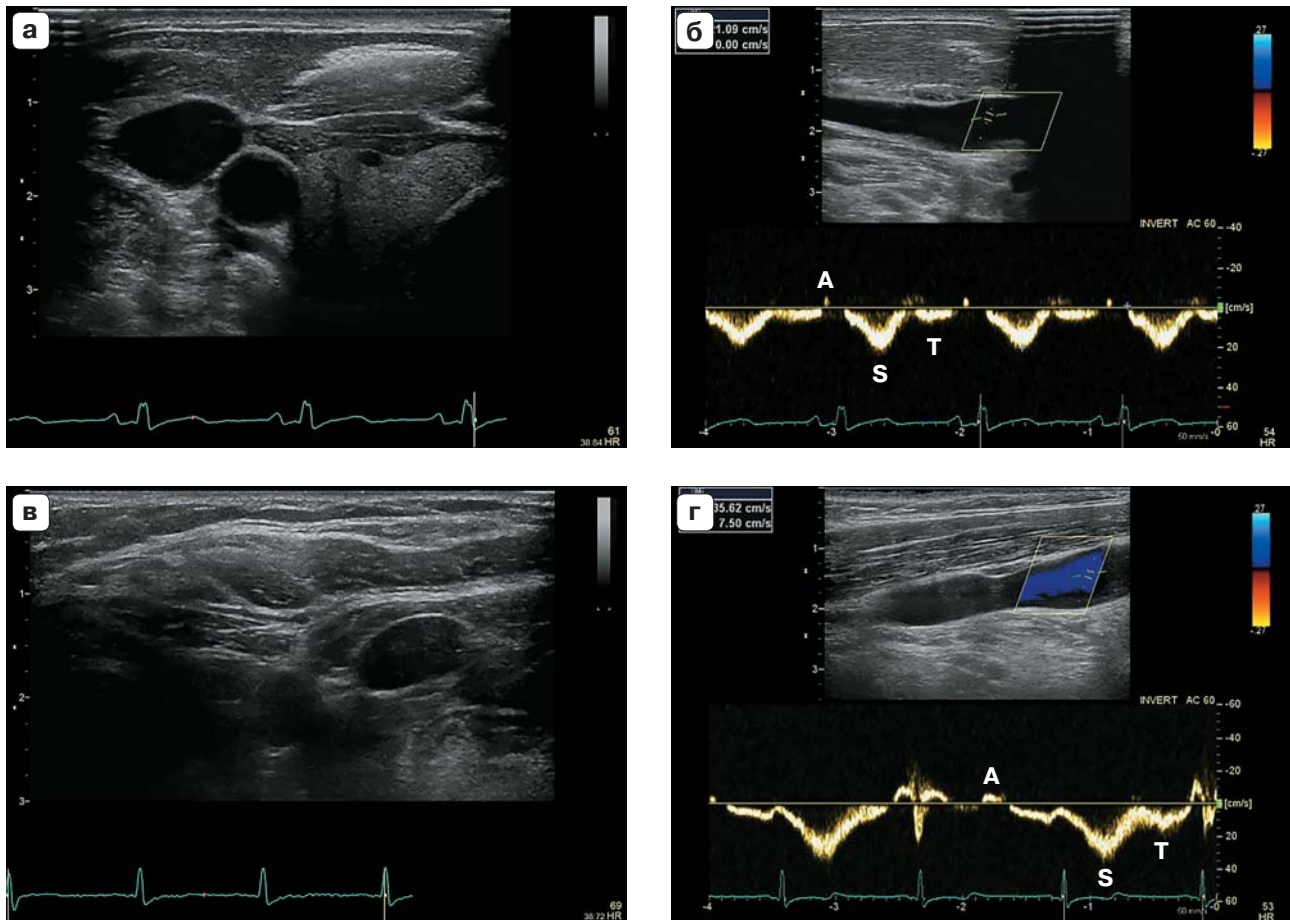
УЗИ внутренних яремных вен пациента Н. из группы контроля: диаметр ВЯВ в поперечном сечении и линейные скорости пиков А, Т, S статистически значимо не отличаются. а, б – правая ВЯВ – площадь 1,27 см², пик А = 6,55 см/с, пик S = 22,64 см/с, пик Т = 10,64 см/с; в, г – левая ВЯВ – площадь 1,04 см², пик А = 9,92 см/с, пик S = 35,64 см/с, пик Т = 17,64 см/с.
